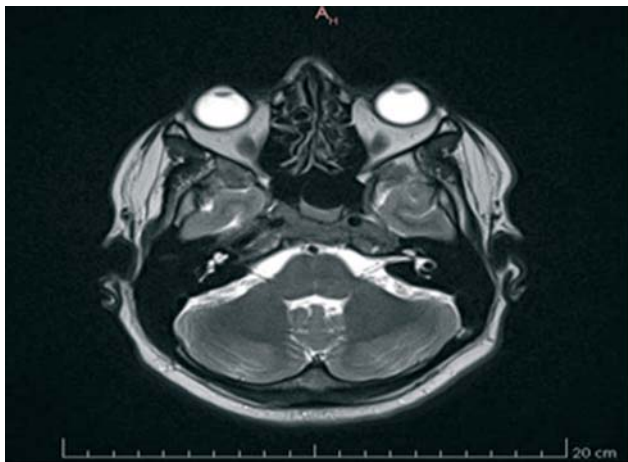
RMN cerebral pacient 1. Leziune infiltrativă la nivelul clivusului
